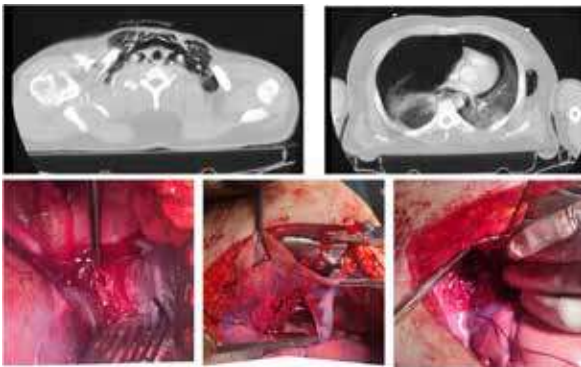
Preoperative Tomography and Intraoperative View
